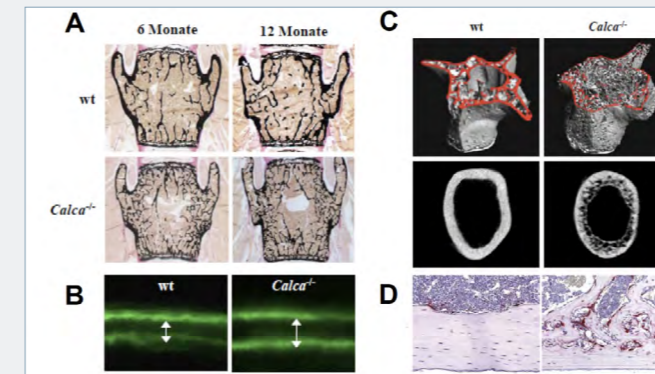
Untersuchung Calcitonin-defizienter Mäuse. (A) Die Anfärbung des mineralisierten Knochens (schwarz) zeigt in Wirbelkörpern Calcitonin-defizienter Mäuse (Calca^{-/-}) eine erhöhte Anzahl trabekulärer Knochenstrukturen im Vergleich zu Wildtyp-Geschwistertieren (WT). (B) Nach dualer Injektion des Knochen-bindenden Farbstoffs Calcein zeigt sich in der Fluoreszenz-Mikroskopie eine gesteigerte Knochenbildungsrate in Calcitonin-defizienten Mäusen. (C) Durch μ CT-Aufnahmen konnte in Wirbelkörpern und Oberschenkelknochen 12 Monate alter Calcitonin-defizienter Mäuse ein erhöhter Umbau nachgewiesen werden. (D) Durch den TRAP-Aktivitätsnachweis von Osteoklasten zeigte sich eine erhöhte Knochen-Resorption in Calcitonin-defizienten Mäusen (Daten aus Hübner et al., *J Bone Miner Res.* 2006).
